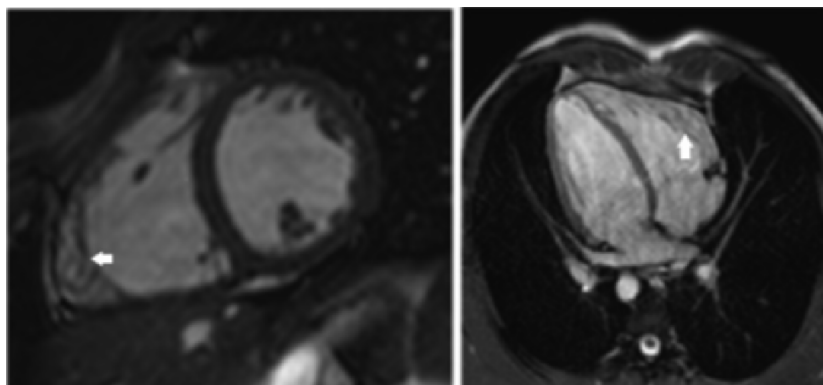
Imagen de resonancia magnética en eje corto (izquierda) y cuatro cámaras (derecha) en la que se observa la marcada hipertrabeculación del ventrículo derecho (flechas blancas).
